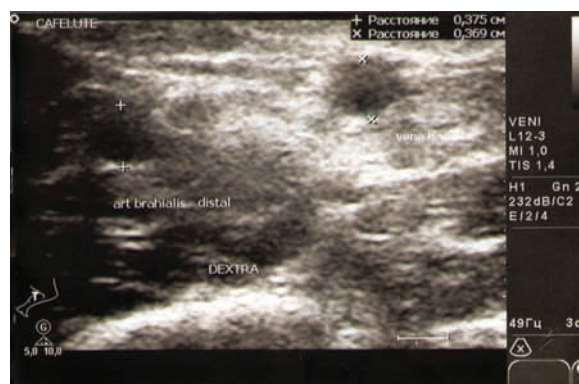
Imaginea Duplex ecografic. A.brahialis(a) și v.basilică(b) în regi. brațului.
